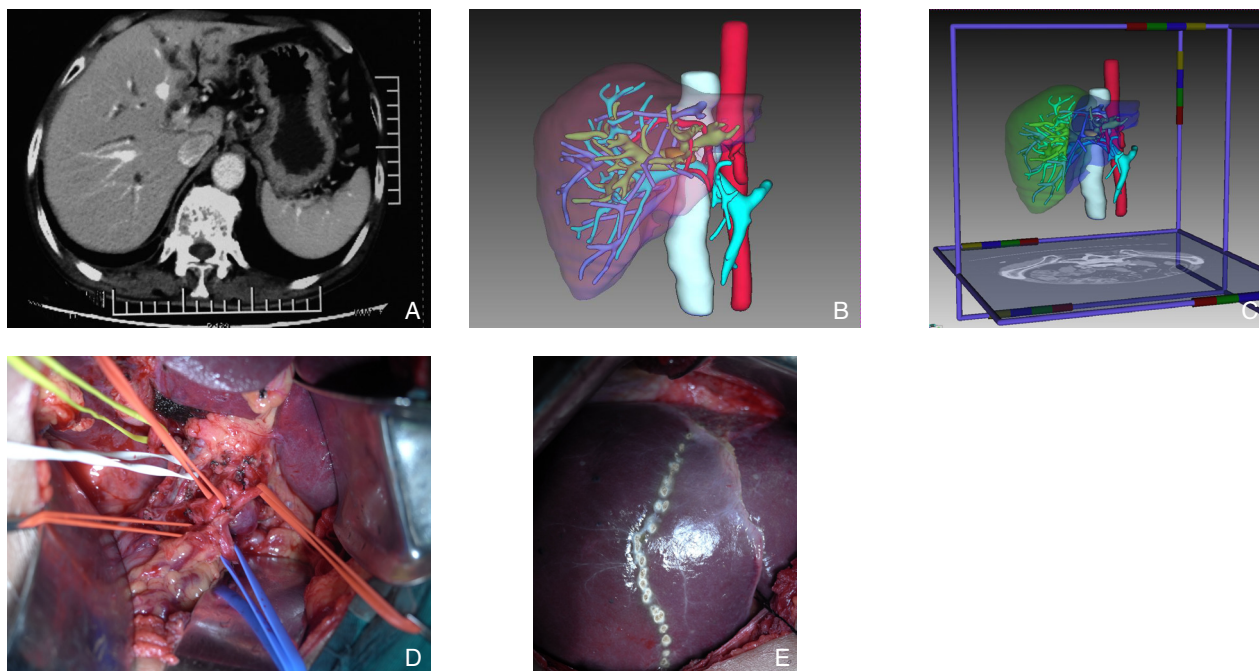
1 例 Bismuth-Corlette IIIb 型患者资料 A: 术前 CT 检查考虑为 IIIb 型; B: 三维重建显示病灶与周围血管胆管关系; C: 模拟手术切除; D: 术中解剖肝门部 (肿瘤位于左右肝管汇合部累及左肝管及门静脉左支); E: 术中沿缺血带划定预切除线
